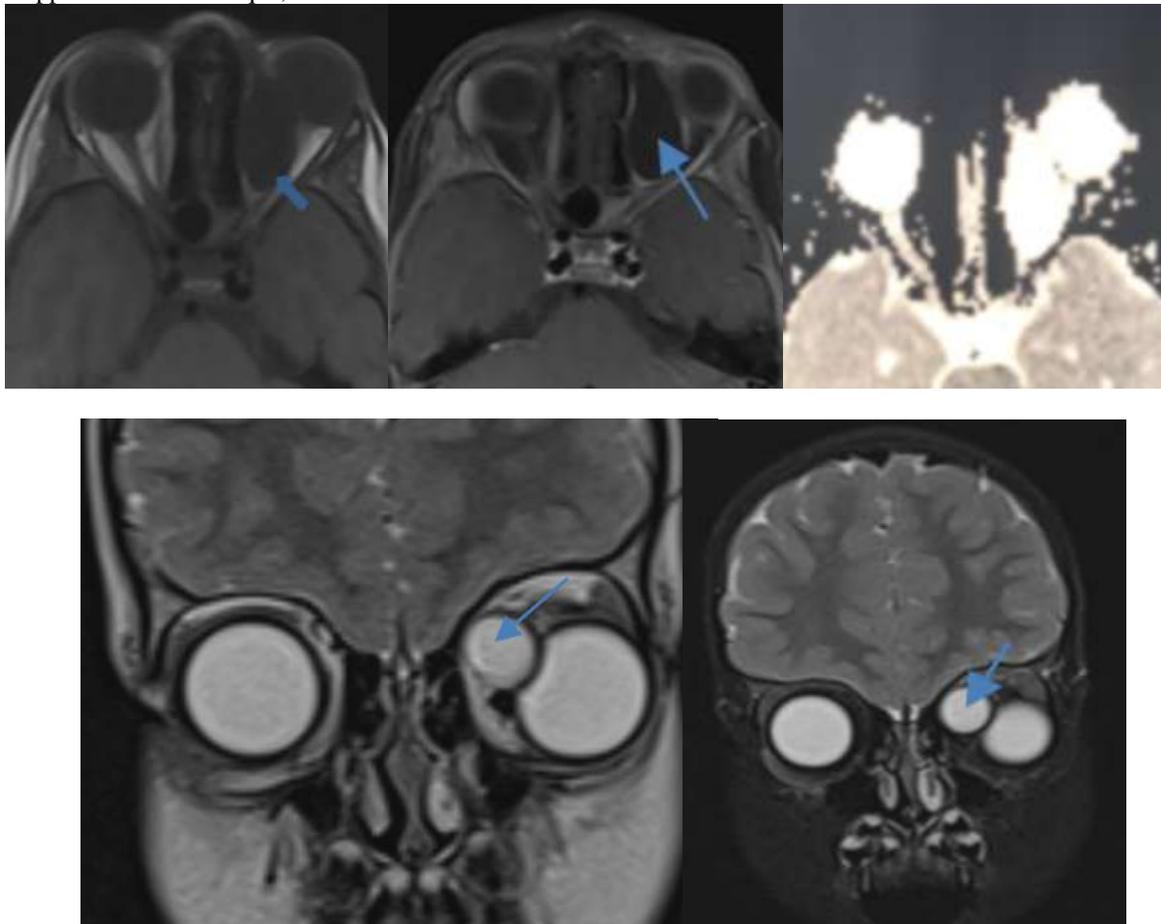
IRM orbitaire avec séquences axiales T1 sans saturation de graisse(a), T1 avec saturation de graisse et injection de Gadolinium (b), cartographie ADC (c), coronales T2 sans saturation (d) et avec saturation (e), objective
